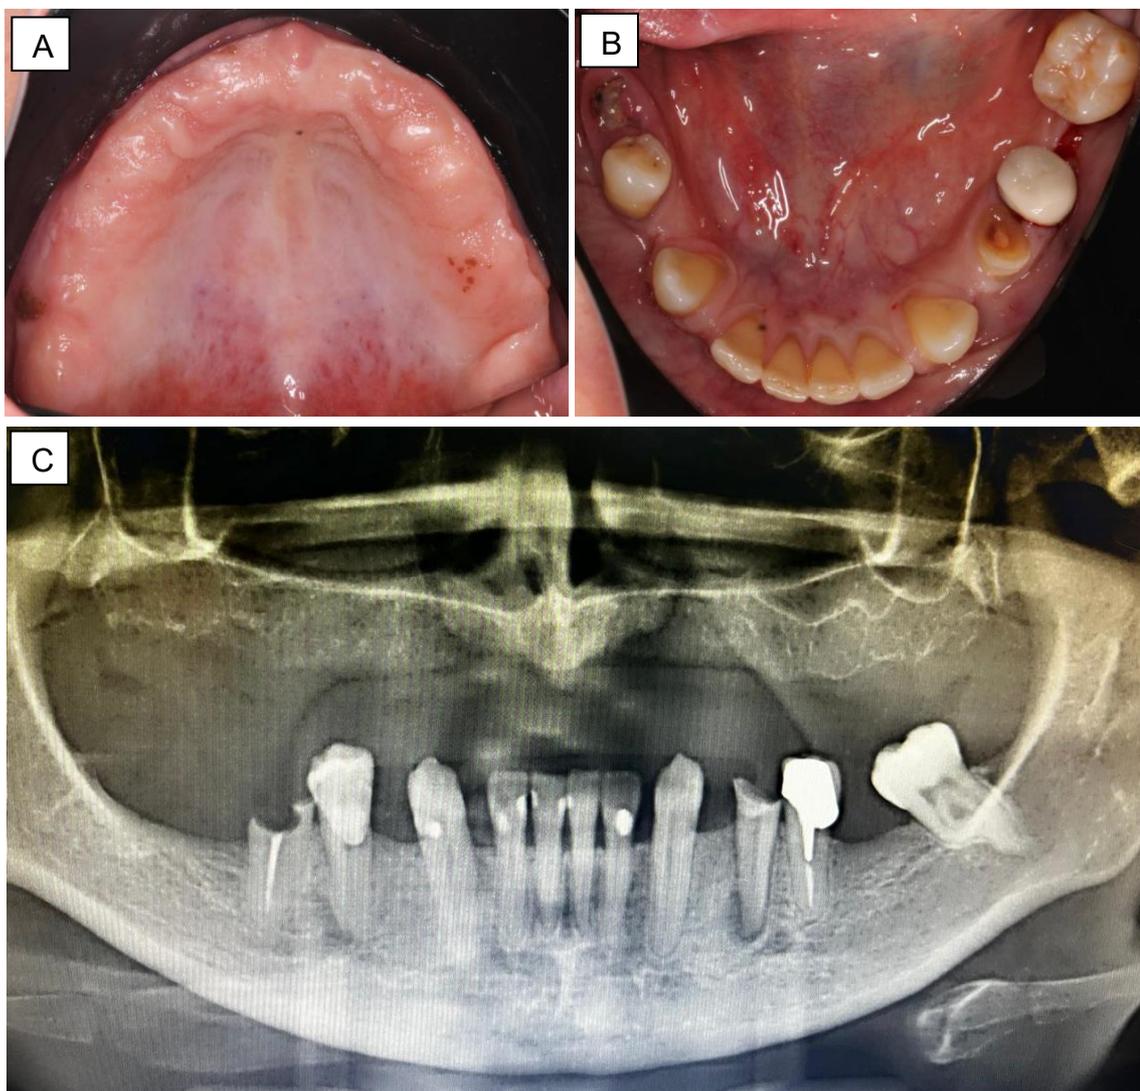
A. Vista intrabucal inicial do arco superior. B. Vista intrabucal inicial do arco inferior. C. Radiografia panorâmica inicial.
